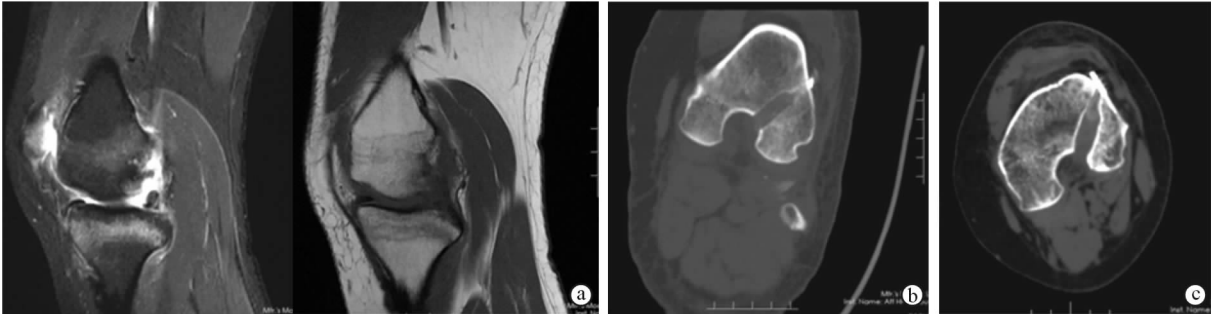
股骨端采用 Endobutton 固定方式的 ACL 重建 a. 术前膝关节 MRI 影像 b. 术后 1 周三维 CT 重建影像 c. 末次随访(术后 16 个月)时三维 CT 重建影像
